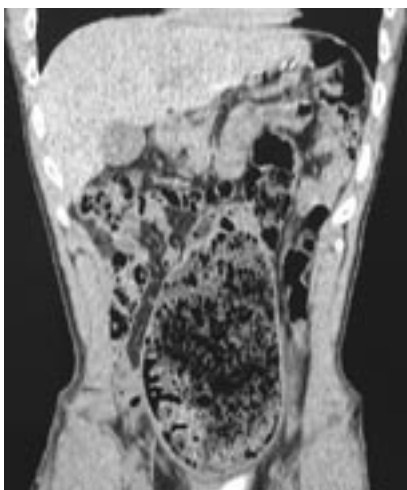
Компьютерная томограмма органов брюшной полости, реконструкция изображения в корональной плоскости. Визуализируется гигантский копролит в просвете сигмовидной кишки, занимающий малый таз, нижний и средний этажи брюшной полости, оттесняющий кишечные петли в стороны
